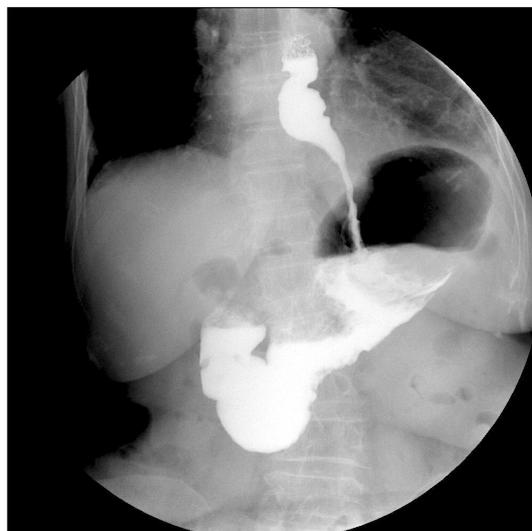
A postoperative upper GI series shows a favorable contrast passage in the stomach. A chest X-ray shows the presence of a gastric air bubble in the chest.
